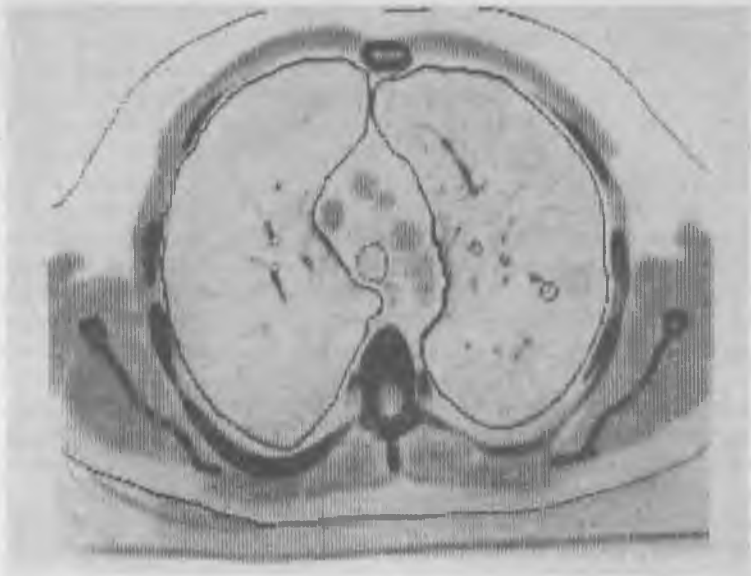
КТ больного 53 лет. Эмфизема легких. Сосудистый рисунок фрагментирован, передние края легких закруглены, соприкасаются, плотность в различных участках от  $-911$  до  $-981$  Н.
